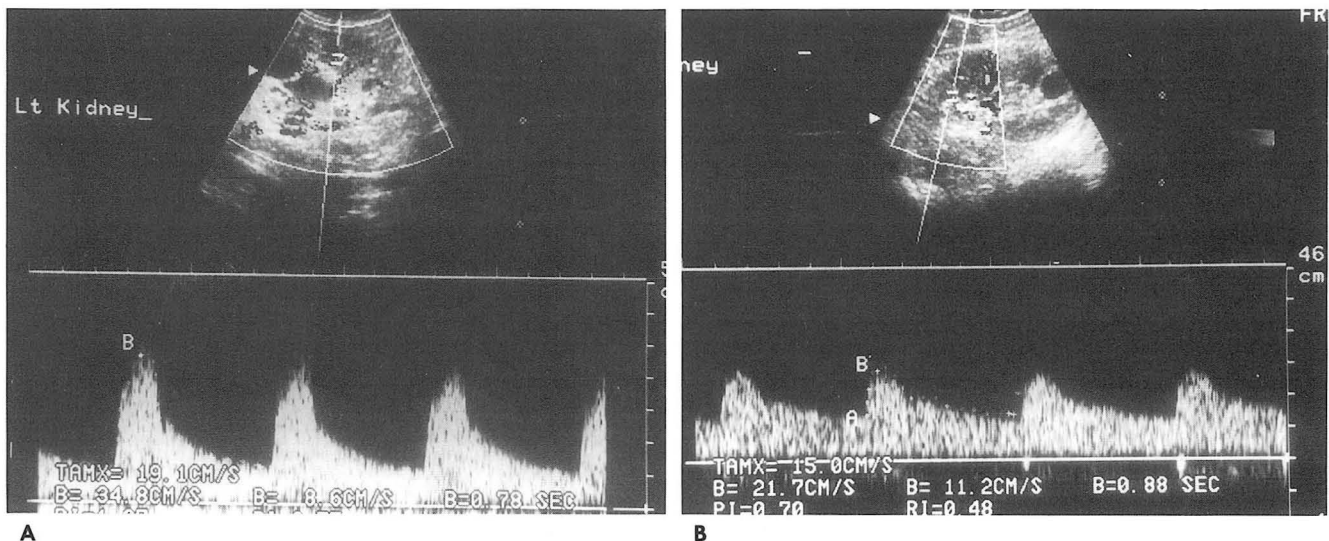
Doppler sonography obtained in (A) a hypertensive ADPKD patient with high RI and (B) a normotensive ADPKD patient with low RI.
